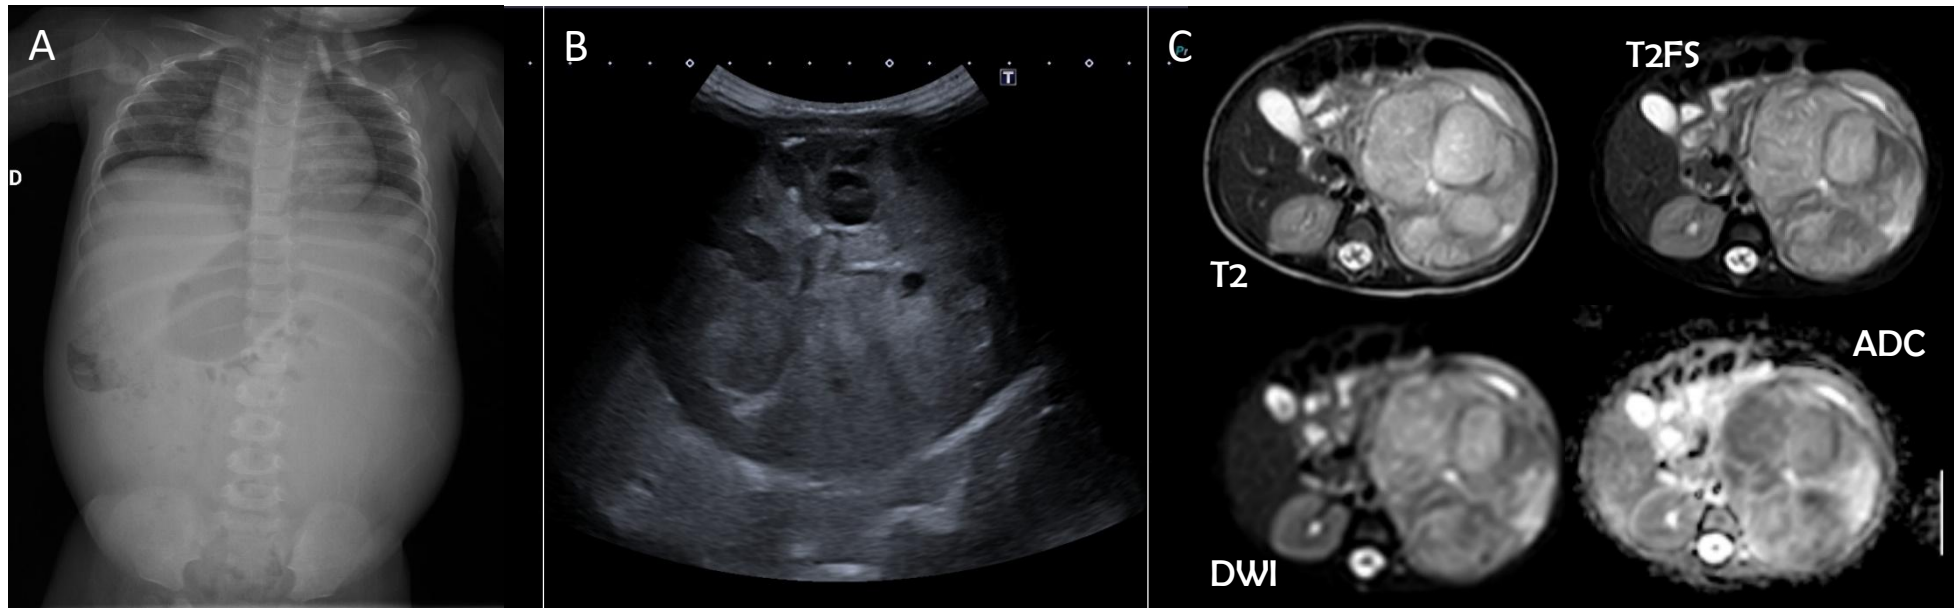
Radiografía (1A) que muestra efecto de masa sobre estómago y asas intestinales. Imagen ecográfica (1B) con gran masa sólida heterogénea, bien definida y de contornos lisos. RMN (secuencias T2, T2FS, DWI/ADC) (1C) que muestra la dependencia renal izquierda de la masa, que no cruza la línea media y que desplaza estructuras. Es predominantemente hiperintensa en T2 y presenta áreas de restricción a la difusión
